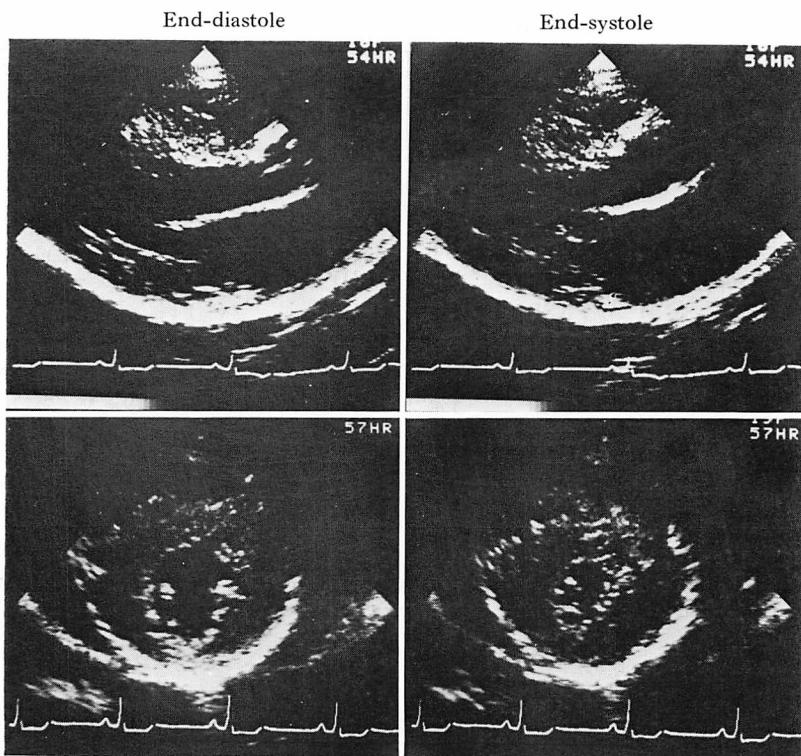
Two-dimensional echocardiograms of Case 3.
